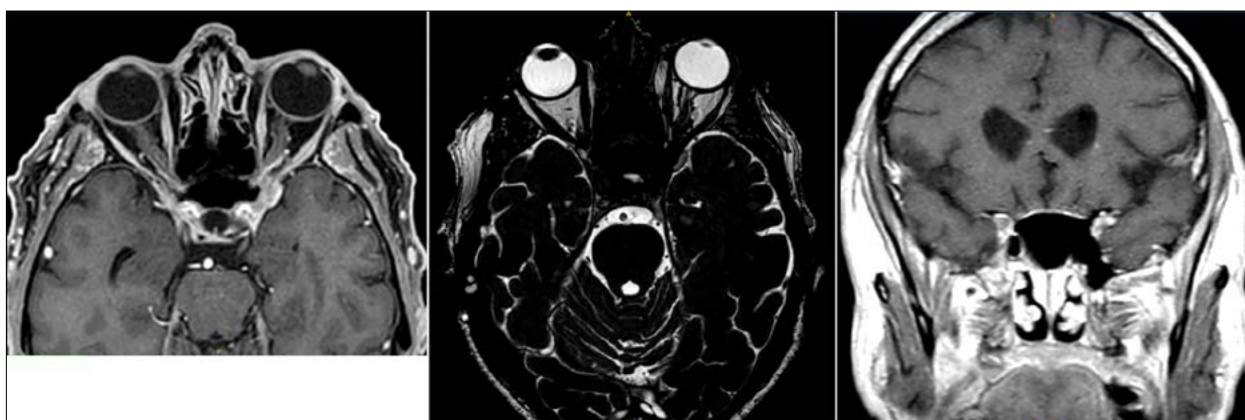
RM de encéfalo y órbitas.
